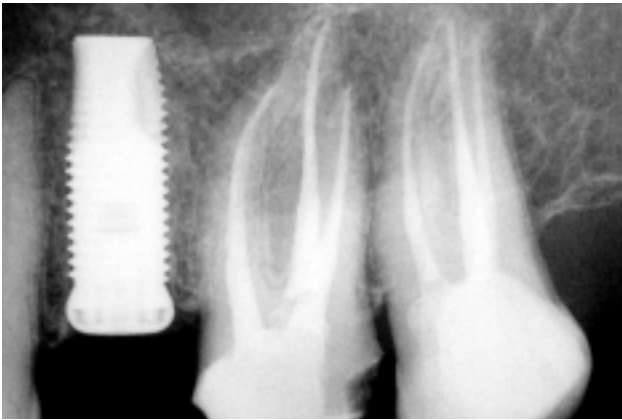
Zahn 25 war frakturiert, wurde extrahiert und durch ein Implantat ersetzt. Das Röntgenkontrollbild zeigt den Zustand nach endodontischer und implantologischer Behandlung.
